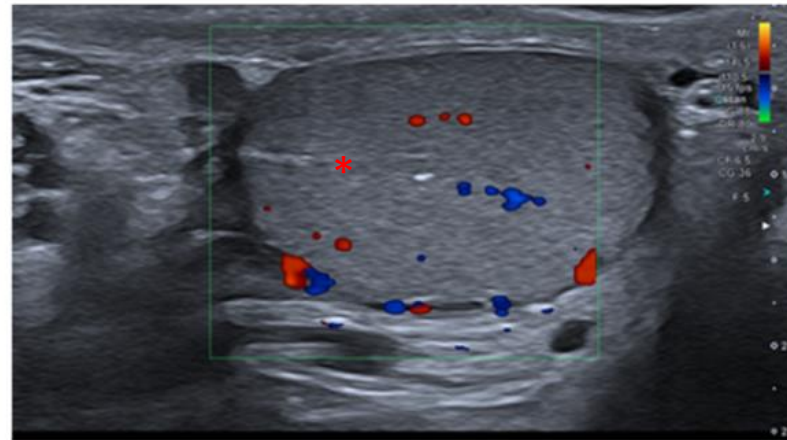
Estudio Doppler color del parénquima. Banda hiperecogénica central: rete testis o mediastino testicular (*)
